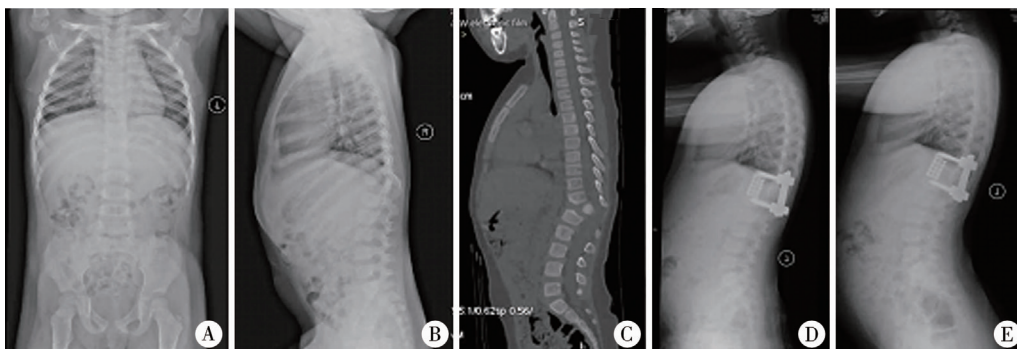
典型 I 型后凸患者手术前后 X 线及 CT 片 女,3 岁,T12 完全分节的发育不良椎体,行全脊椎切除术 A:术前脊柱正位 X 线片未见明显侧弯畸形;B:脊柱侧弯 X 线片可见 T12 后凸畸形;C:脊柱 CT 矢状面重建可见 T12 椎体发育不良,局部后凸畸形;D:行 T12 全脊椎切除术 1 个月后脊柱侧位 X 线片,可见前柱钛笼支撑,上下各一个节段椎弓根螺钉固定;E:术后 2 年随访脊柱侧位 X 线片见矢状面序列良好
